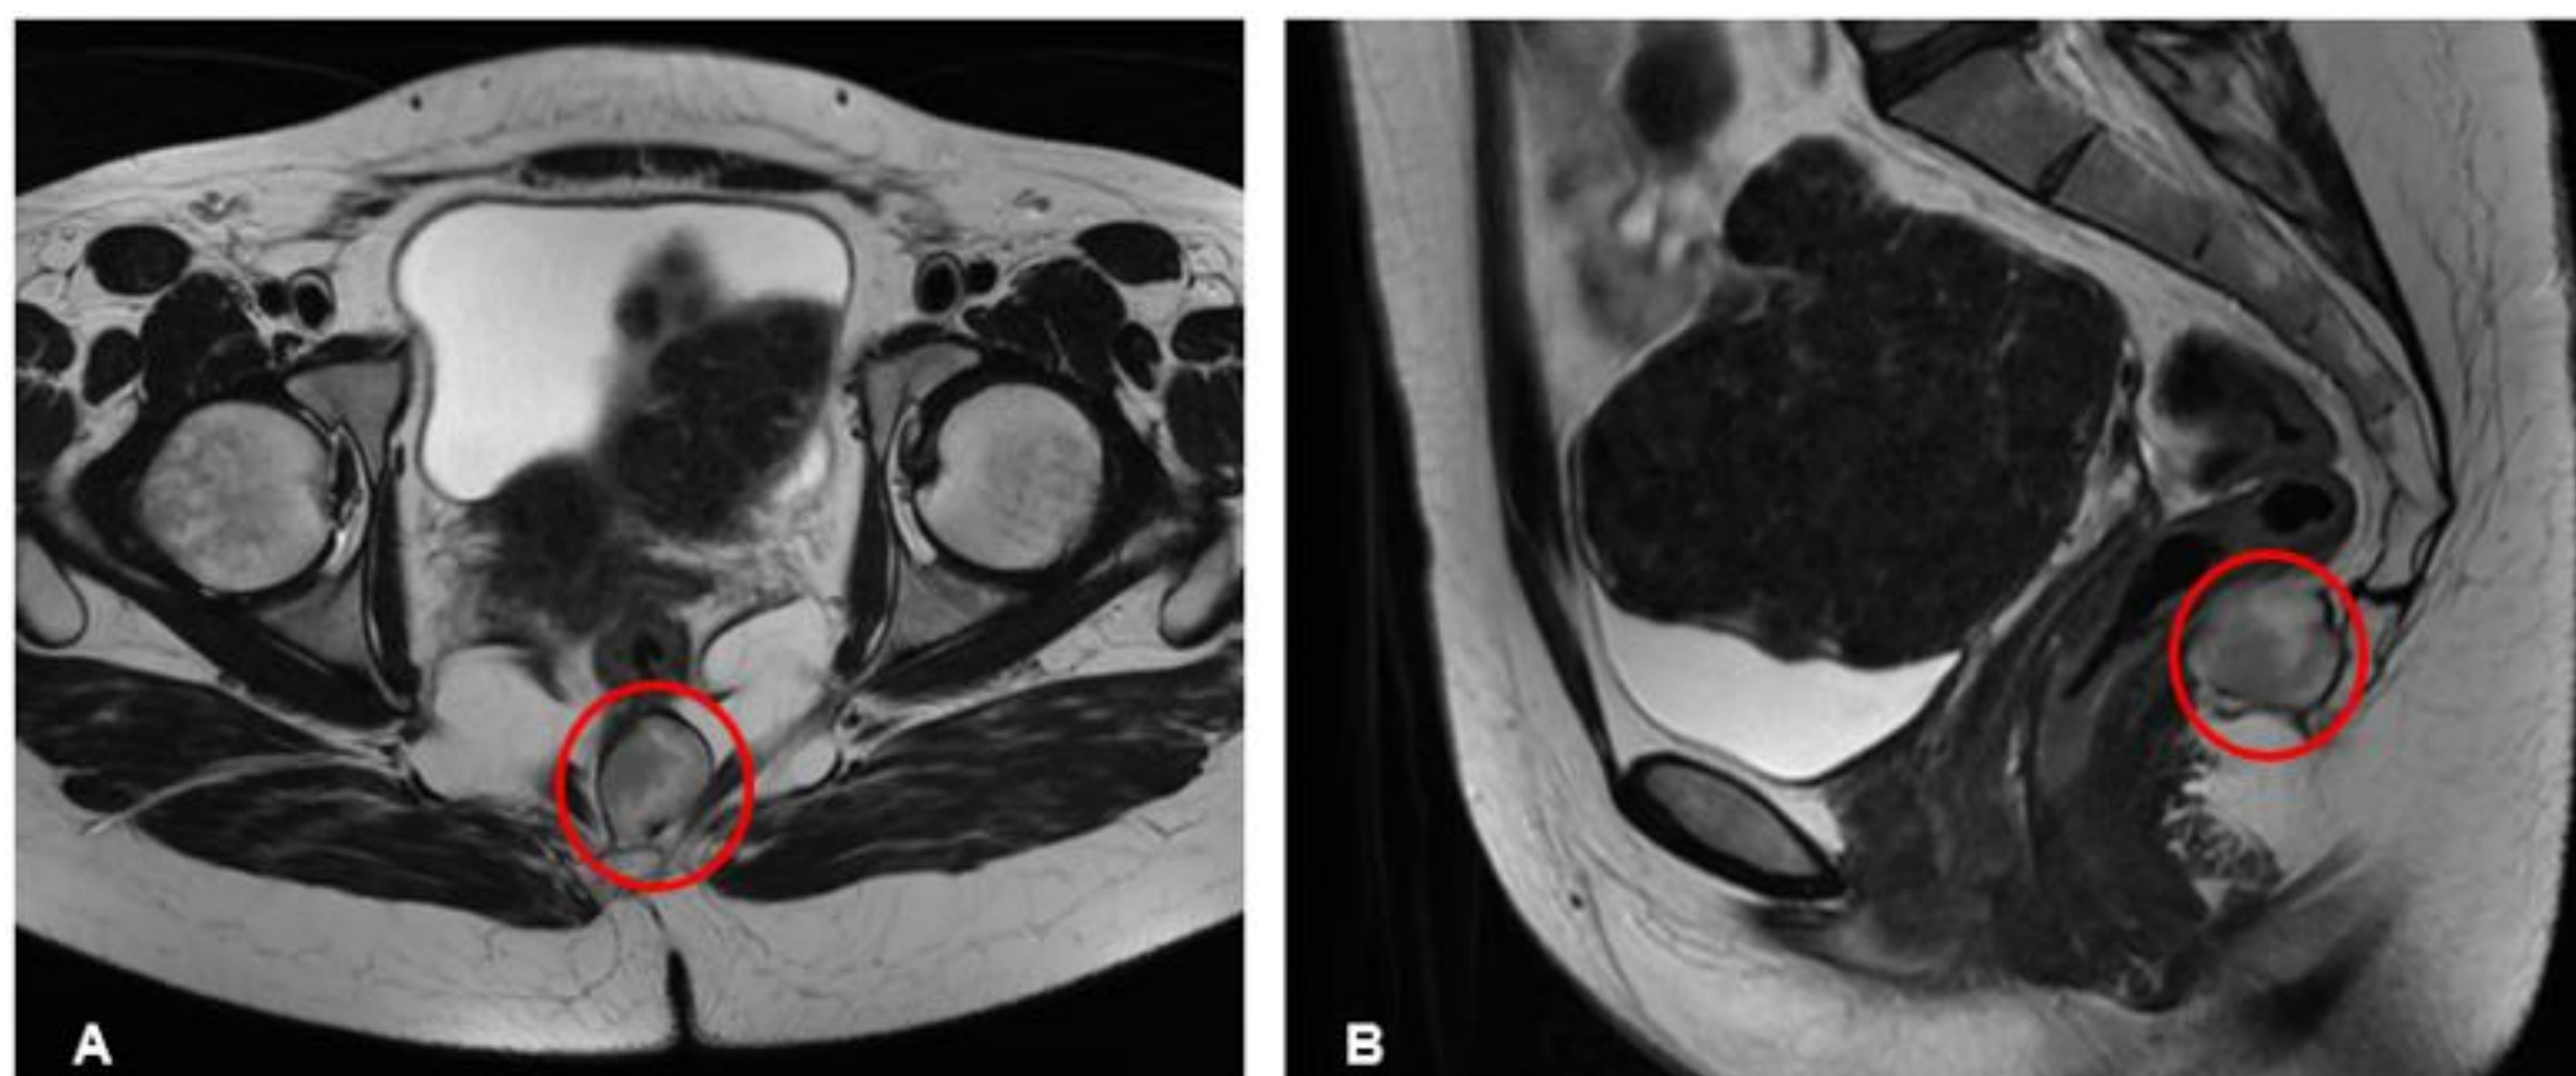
Quiste epidermoide, imágenes de RM potenciadas en T2 (A, plano axial; B, plano sagital). Muestra una pequeña lesión unilocular, en el espacio presacro, con pared fina y de predominio hiperintenso (círculos rojos)
